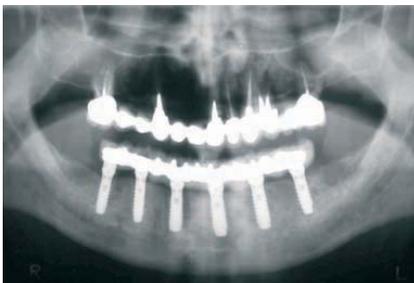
Ortopantomografia finale
